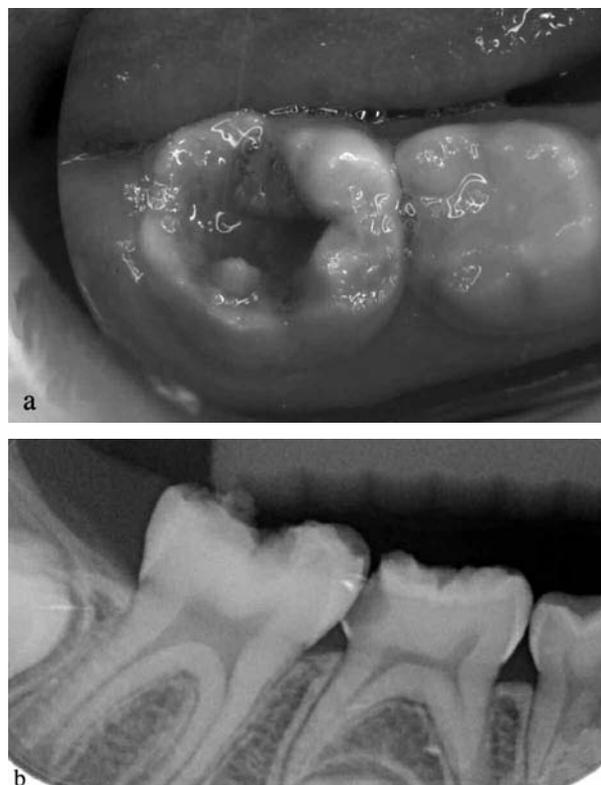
Clinical appearance of tooth 46 with severe MIH. 3b. Radiographic appearance of the same molar.
